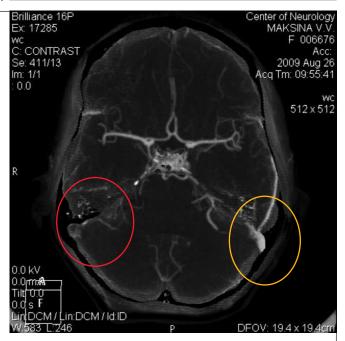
КТ – веносинусография. Красным цветом показано отсутствие кровотока по правому сигмовидному синусу
